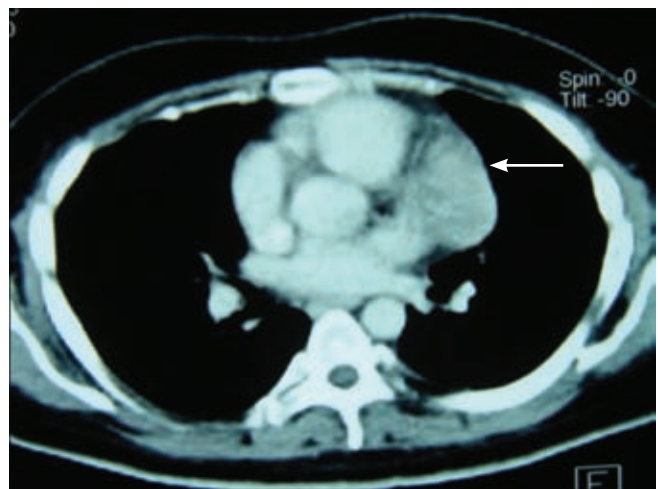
En la tomografía de tórax, corte axial, se observa una opacidad mediastinal parahiliar izquierda (flecha) en contacto con cayado aórtico, tronco braquicefálico y carótida común.
